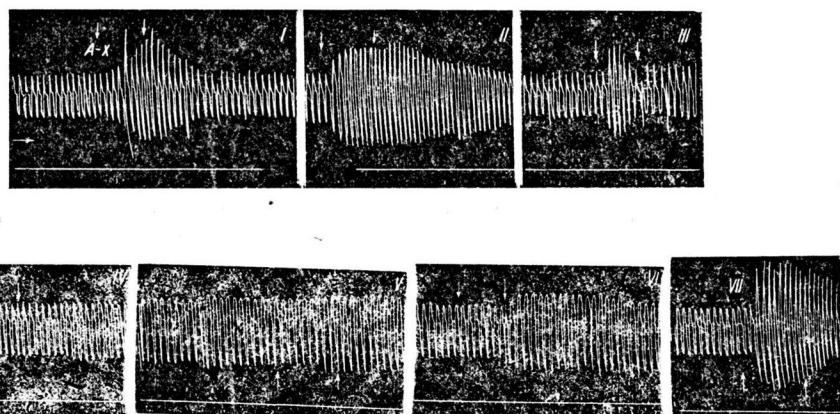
Действие на каротидный синус ацетилхолина 1 : 500 000 (I и IV), никотина 1 : 500 000 (II и V) и CO_2 (III и VI); верхний ряд—эффекты до пропускания, нижний ряд—эффекты на фоне длительной перфузии хлороформа 1 : 100 (на кривой VII представлен эффект от нагревания синуса)
